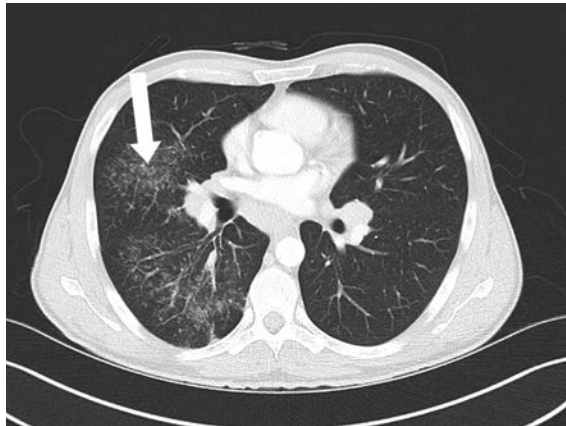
Computertomographie des Thorax. Feinnoduläre Lungenparenchymverdichtungen im lateralen Mittellappen und apikalen Unterlappen rechts (Pfeil). Weitere Veränderungen bestanden im apikalen Oberlappen links sowie im posterioren Oberlappen rechts.
